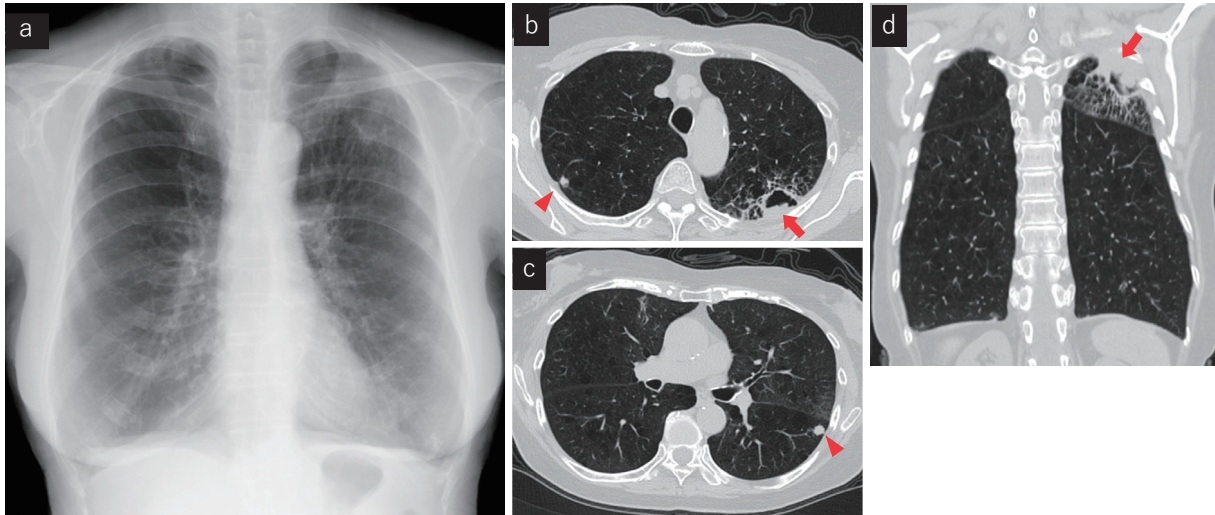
(a) Chest X-ray film at the time of the lung cancer diagnosis revealed a cavity shadow in the left upper field. (b-d) Chest CT findings at the time of the lung cancer diagnosis. (b, d) A mass in a cavity (maximal diameter, 46 mm, arrows). (b, c) Other small subpleural nodular shadows (arrowheads).
